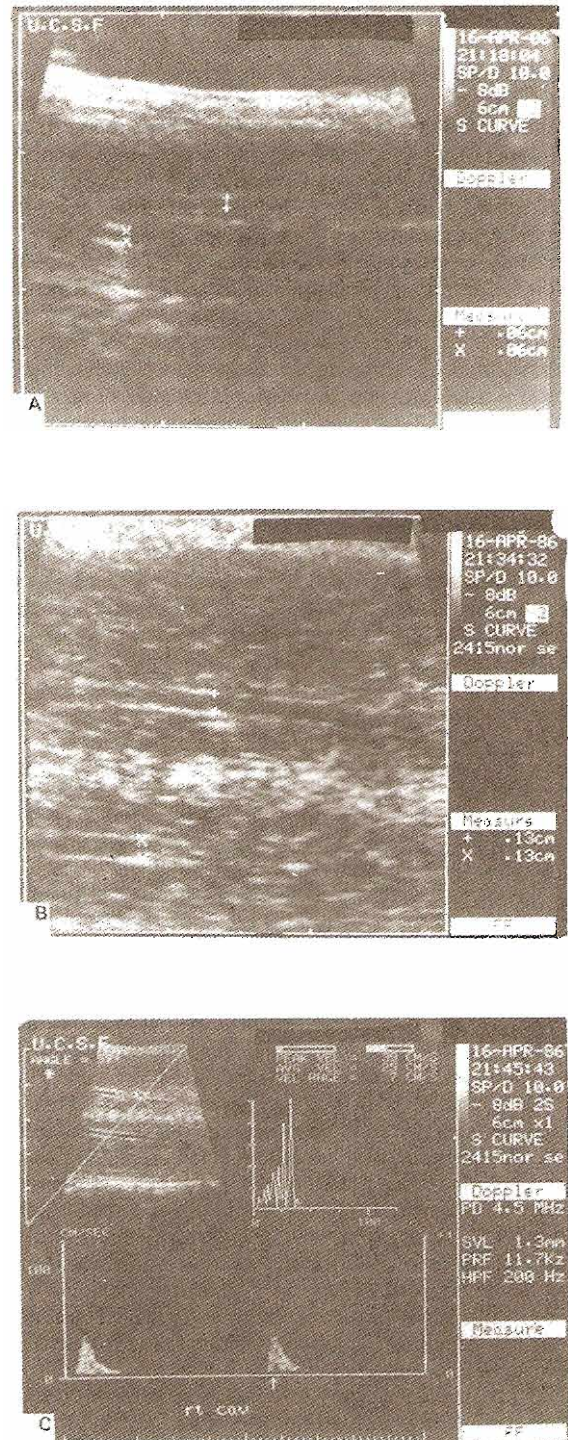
Ultrasonografía dúplex y análisis Doppler de la respuesta arterial a la inyección intracavernosa de papaverina. En el estado de flaccidez (A), el diámetro luminal de la arteria cavernosa es de 0.06 cm; después de la inyección de papaverina (B), aumenta a 0.13 centímetros. El análisis de la onda (C) muestra flujo normal en la arteria cavernosa (velocidad máxima, 39 cm/segundo).
